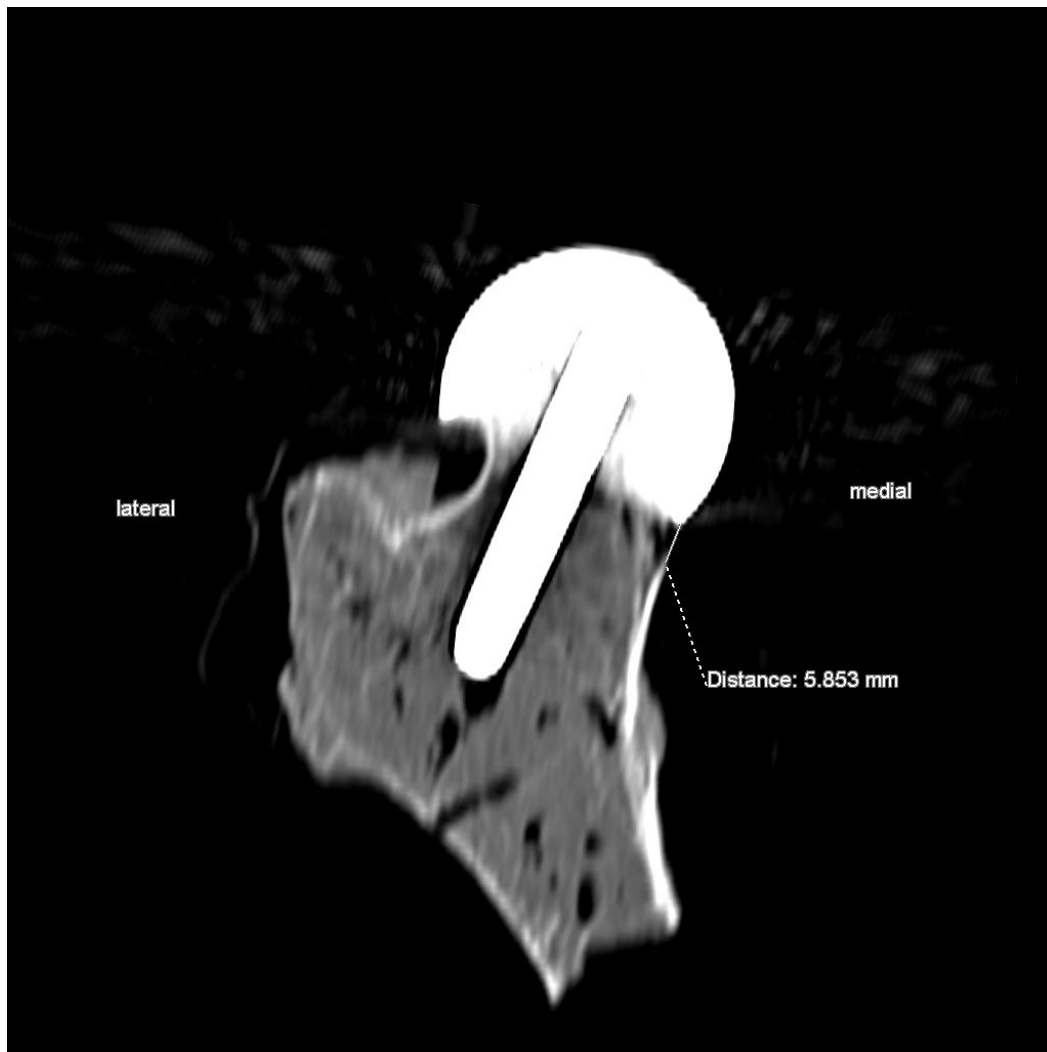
CT-Schnittbild, Präparat Versuchsnummer 7, Ausmaß Notching
